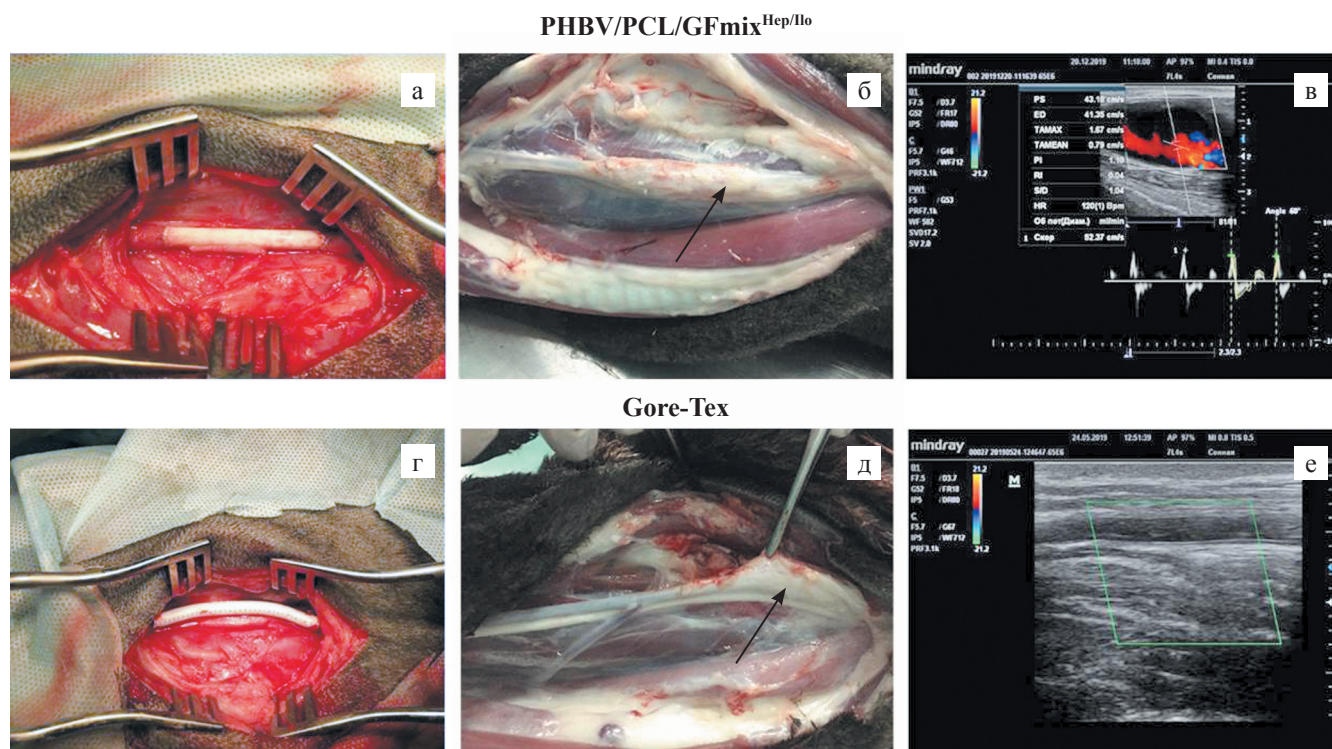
Внешний вид и анализ проходимости протезов PHBV/PCL/GFmix^{Hep/Ilo} и Gore-Tex: а – PHBV/PCL/GFmix^{Hep/Ilo}, имплантированный в сонную артерию овцы; б – PHBV/PCL/GFmix^{Hep/Ilo} спустя 18 месяцев после имплантации; в – УЗИ-картина проходимости протеза PHBV/PCL/GFmix^{Hep/Ilo} спустя 18 месяцев после имплантации; г – Gore-Tex, имплантированный в сонную артерию овцы; д – Gore-Tex спустя 6 месяцев после имплантации; е – УЗИ-картина проходимости протеза Gore-Tex
